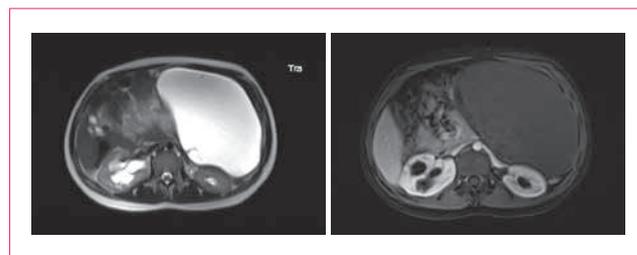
Ressonância Nuclear Magnética abdominal e pélvica: massa volumosa de densidade heterogênea
